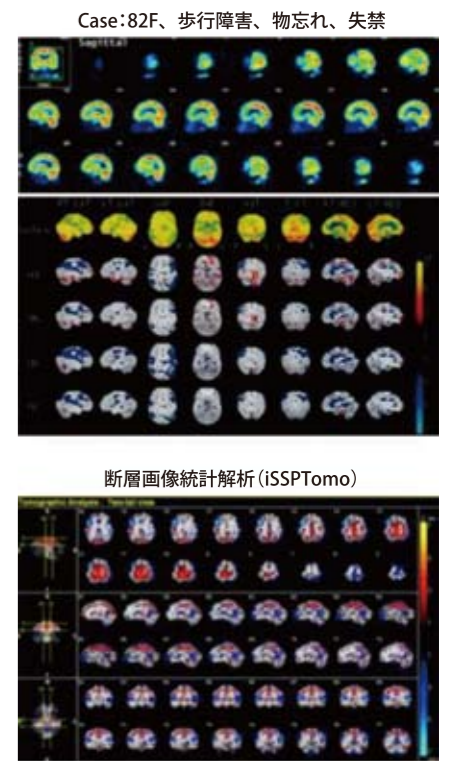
脳血流SPECTの断層画像統計解析による高位円蓋部狭小化(「河童サイン」)の検出
